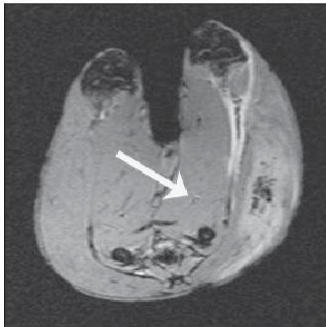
MRI scan 1 day after the exposure, rabbit.
